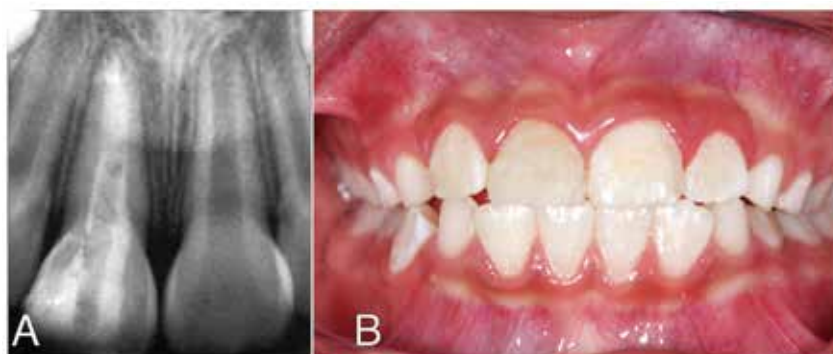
Radiografía (A) y reconstrucción (B) posterior a 12 meses de iniciado el tratamiento
